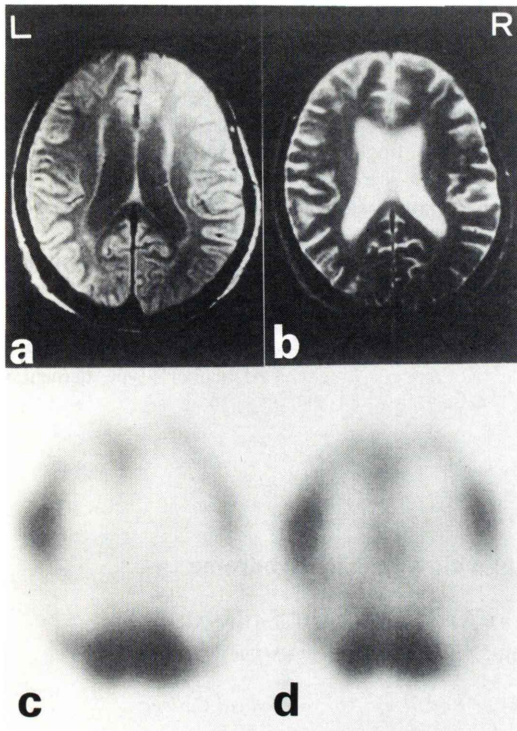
MR (SE 2000/30) (a), (SE 3000/100) (b) and SPECT (c and d) images in case 1. MR images (OM 60 mm) were negative for focal abnormalities except for mild brain atrophy. SPECT images (OM 72, 80 mm) demonstrated definite hypoperfusion in temporoparietal and frontal lobes, with relative sparing of motor sensory and occipital cortices.
